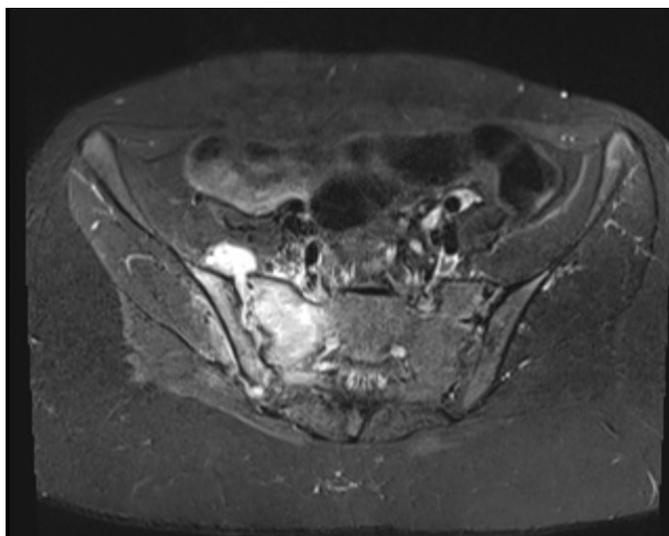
Abcesso sacroilíaco em RMN pélvico
